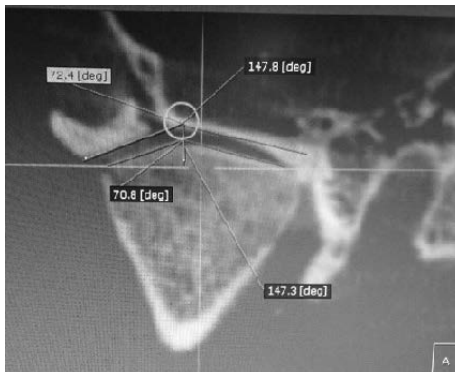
Fisiologica superficie articolare del tetto glenoideo, sviluppata su due distinte faccette funzionali. TC cone beam di reperto del Museo di Antropologia dell'Università di Firenze.
